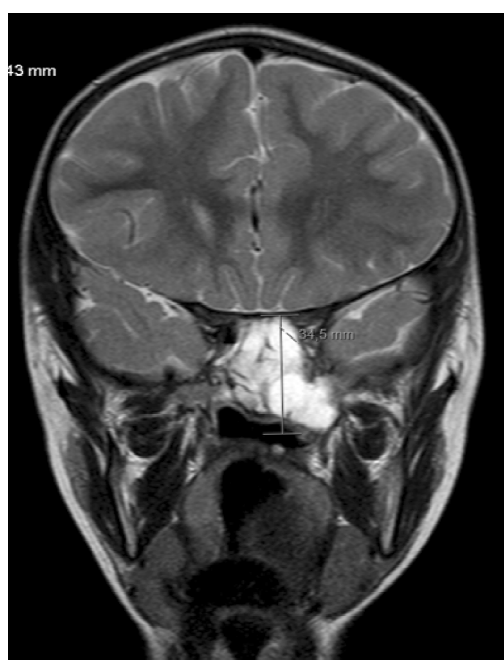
RMN (T2) após tratamento de primeira linha com evidência de lesão residual centrada na nasofaringe, à esquerda (corte coronal).
